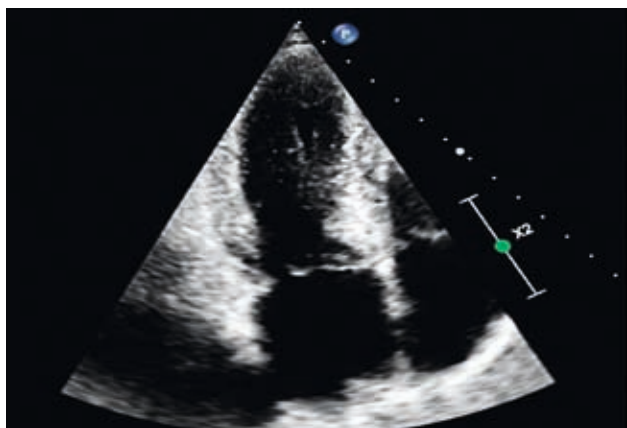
УЗИ сердца на пятые сутки от момента госпитализации. Верхушечный доступ, четырёхкамерная позиция. Представлены систола и диастола ЛЖ.
